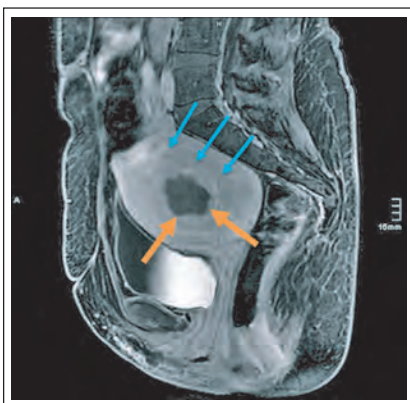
Sagittale MRT (T2-gewichtet) mit einem homogen zur Darstellung kommenden, submukös-intramuralen Hinterwandmyom (Pfeile) vor Behandlungsbeginn.
